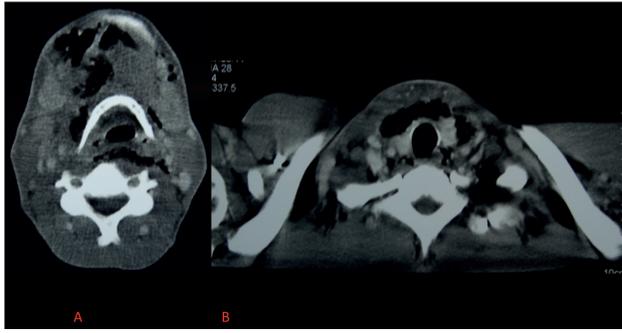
A – Tomografia Computadorizada Corte Axial com contraste demonstrando comprometimento da via aérea superior, desvio da traqueia e comprometimento dos espaços submandibulares, sublinguais e submental. B – Tomografia Computadorizada Corte Axial demonstrando comprometimento do mediastino.
